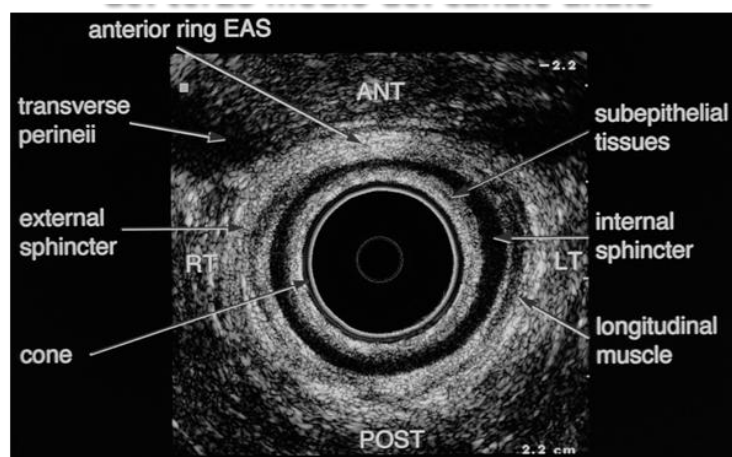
Anatomia ecografica del canale anale.
